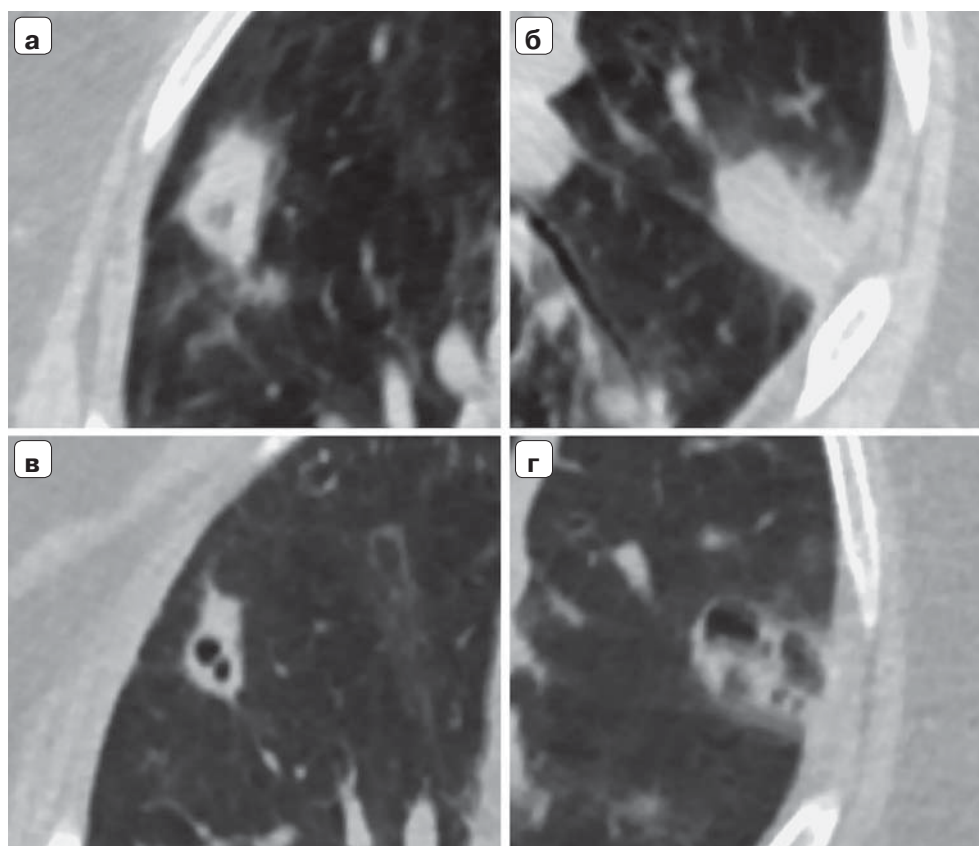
Фрагменты КТ органов грудной клетки от 24.10.21 (а, б) и от 31.10.21 (в, г). Тот же пациент, что и на рис. 1. Появление распадов на фоне участка по типу “обратного хало” (а) справа и на фоне “хало” (б) слева.
